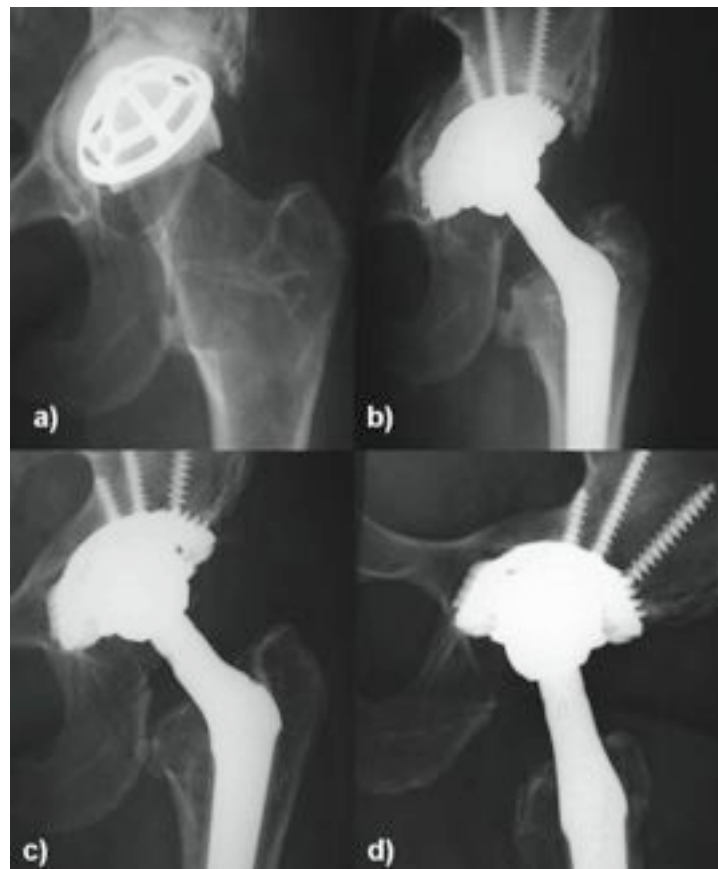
a) Die a. p. Röntgenaufnahme der linken Hüfte einer 49 Jahre alten Patientin zeigt die ausgeprägte Lockerung einer Schalenprothese nach Wagner mit Destruktion des Acetabulum.
